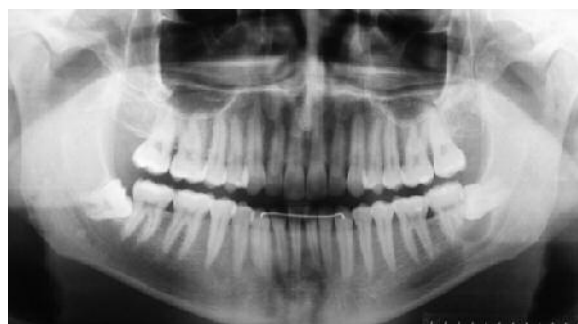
Radiografia panorâmica 6 anos após. Observar área radiolúcida circunscrita adjacente ao terceiro molar inferior esquerdo e reabsorção radicular localizada na raiz distal do segundo molar adjacente (2007)
